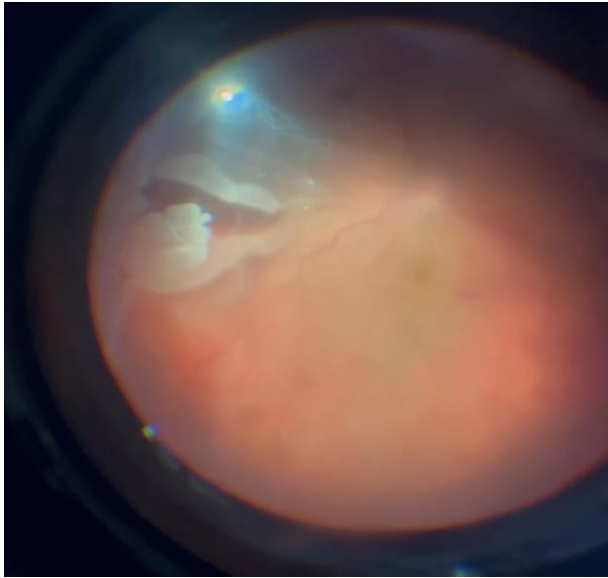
Фото глазного дна пациента через 7 суток после тяжелой контузии. Дифференцируется гигантский разрыв сетчатки, частичный гемофтальм
